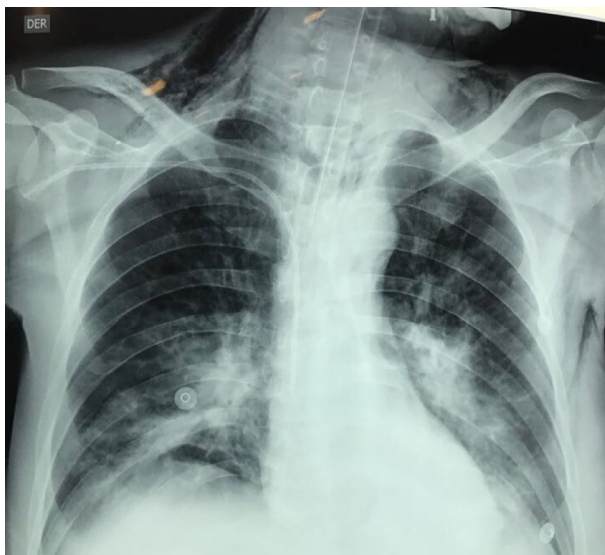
Radiografía de tórax con enfisema subcutáneo cervical.
